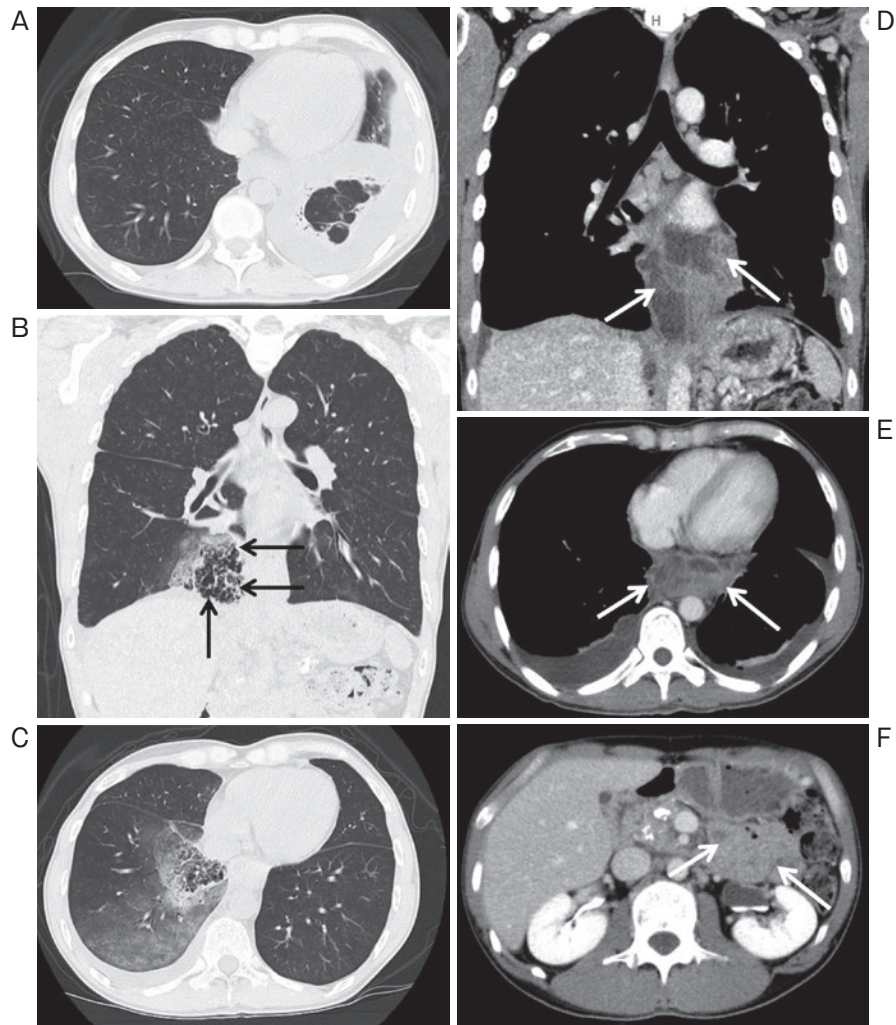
(A) 入院3ヶ月前の胸部単純CT. 左胸水を認めるが、右下葉に明らかな異常所見は認めない。(B, C) 入院時胸腹部造影CT. 右下葉縦隔側に気腫性変化とその周囲にすりガラス陰影を認める。嚢胞と胸膜の間にはairや胸水はなく、癒着していることが疑われる(矢印)。(D, E, F) 膣体尾部から縦隔内に達する多房性の嚢胞を認める(矢印)。
